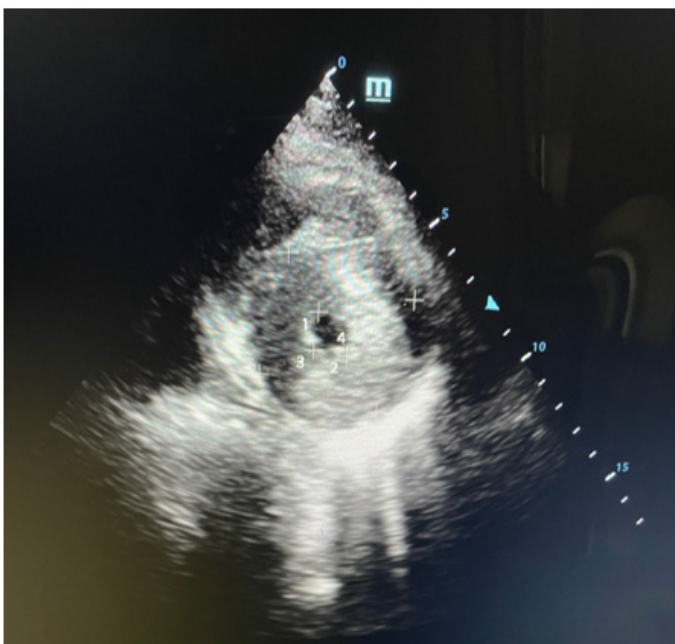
ETT coupe parasternale petit axe, apicale ; 1=18,9mm ;2=20mm ;3=18,4mm ;4=20mm
